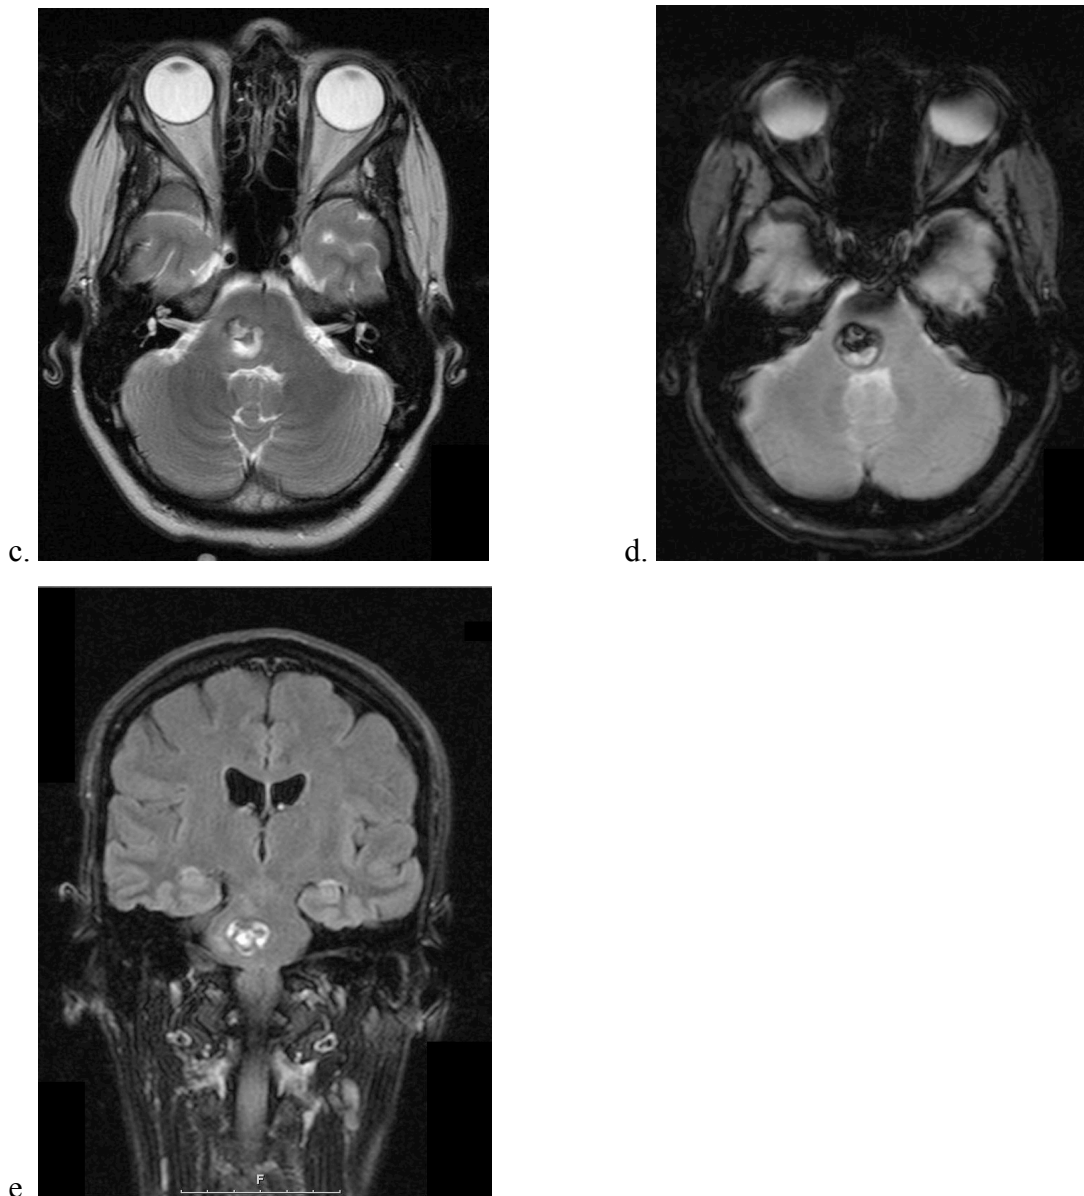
MRT Bildgebung eines Hirnstammkavernoms.
